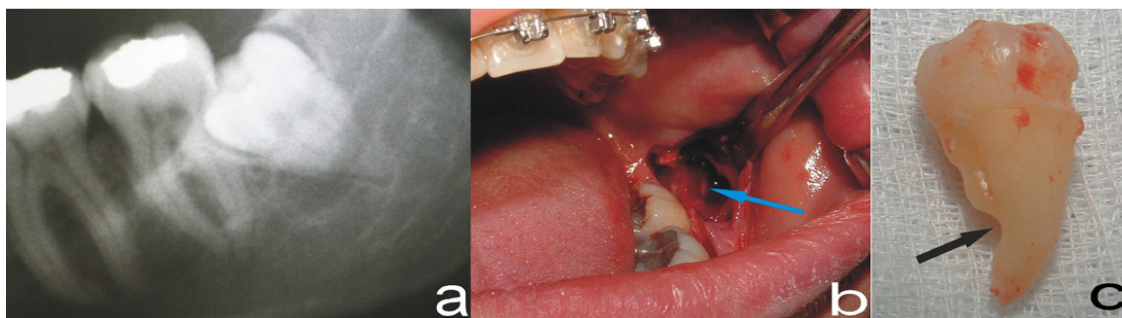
Uma mulher de 27 anos com o dente 37 impactado. a) escurecimento da raiz e afinamento da raiz, com desvio do canal mandibular na radiografia panorâmica. b) A seta azul indica a visualização do nervo dentário inferior durante a remoção cirúrgica do siso. c) Após a extração percebe-se um sulco na superfície lingual da raiz do dente extraído [SZALMA, *et al.* 2010].
